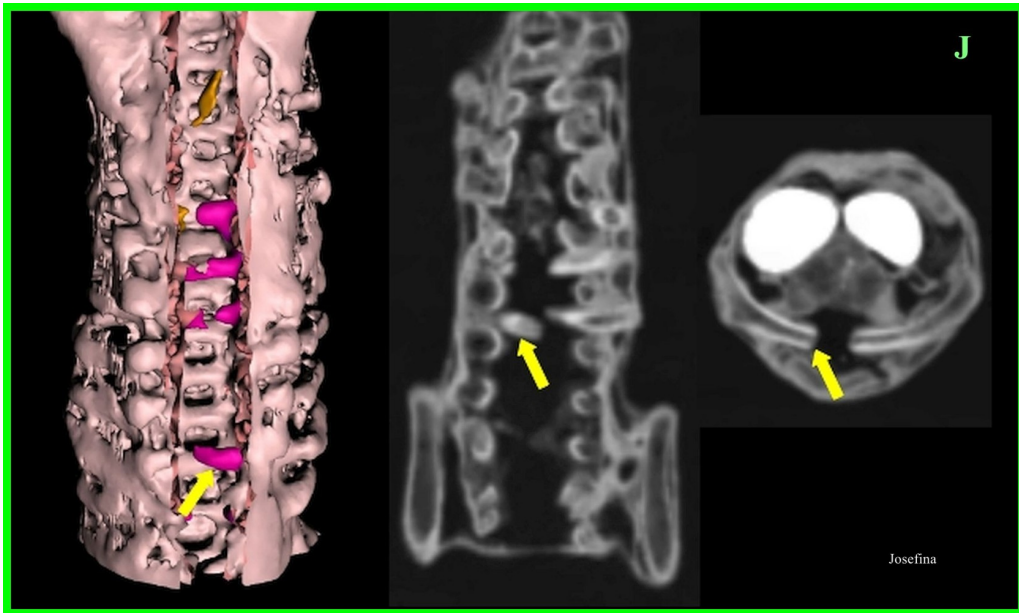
TC 2D axial (imagen derecha) y coronal (imagen central) de la columna de 'Josefina' que muestra costillas fracturadas (flechas amarillas) penetrando en el canal espinal a través de los forámenes intervertebrales. La TC 3D (imagen izquierda), al eliminar digitalmente la parte dorsal de la columna para exponer el canal espinal, muestra las costillas protruyentes (coloreadas en lila).
